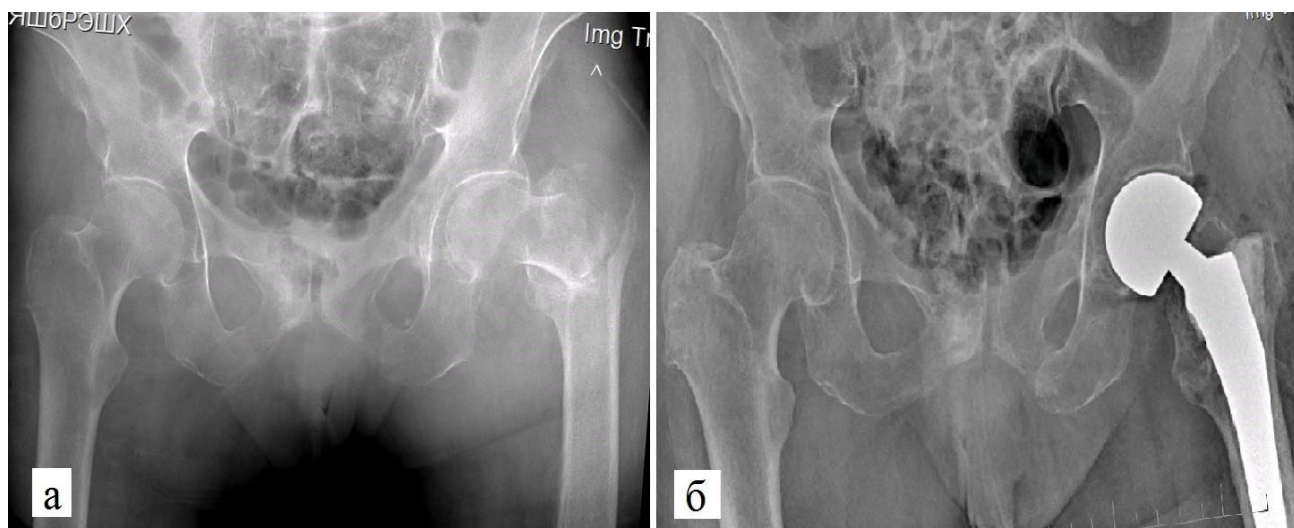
Рентгенограммы пострадавшего 78 лет.
